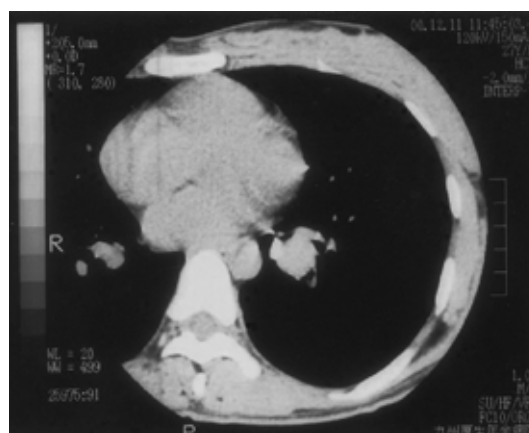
Chest CT image showing a mass in the left S10, protruding into the lumen of the left B10.
